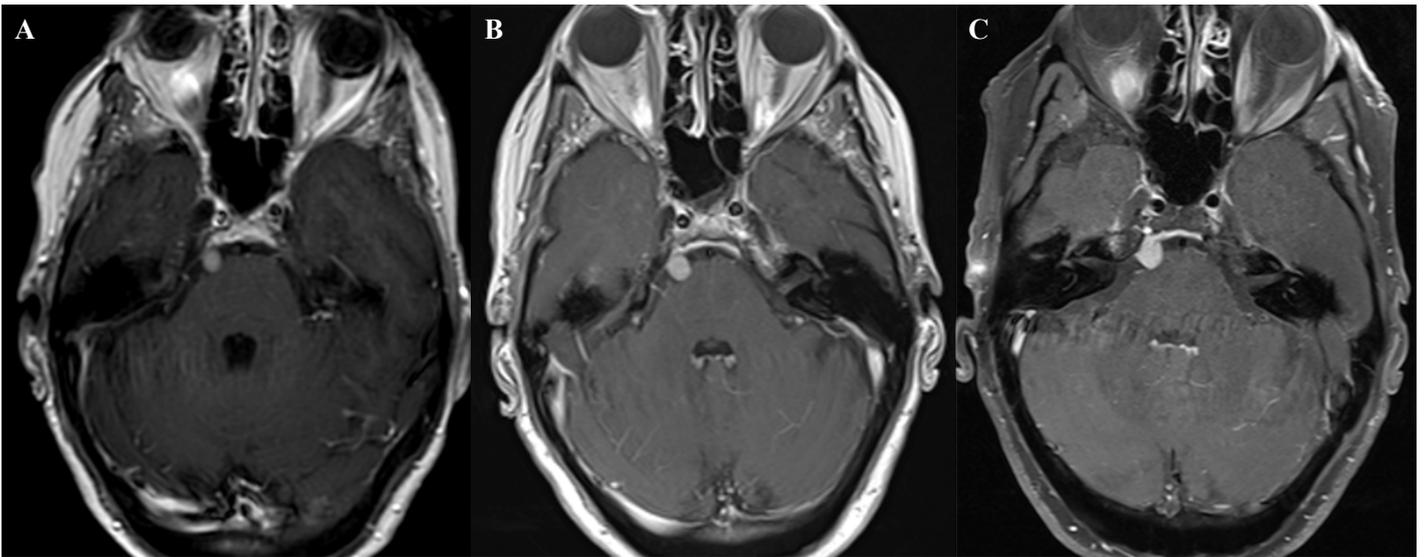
Control evolutivo por resonancia magnética cerebral (secuencias potenciadas en T1 contrastadas con gadolinio, en plano axial). Se observa el aumento progresivo del tamaño de la lesión extraaxial, bien delimitada, con realce homogéneo de contraste, localizada en el aspecto lateral derecho de la cisterna prepontina, bien delimitada y apoyada en meninge de la unión petrosa clival.
